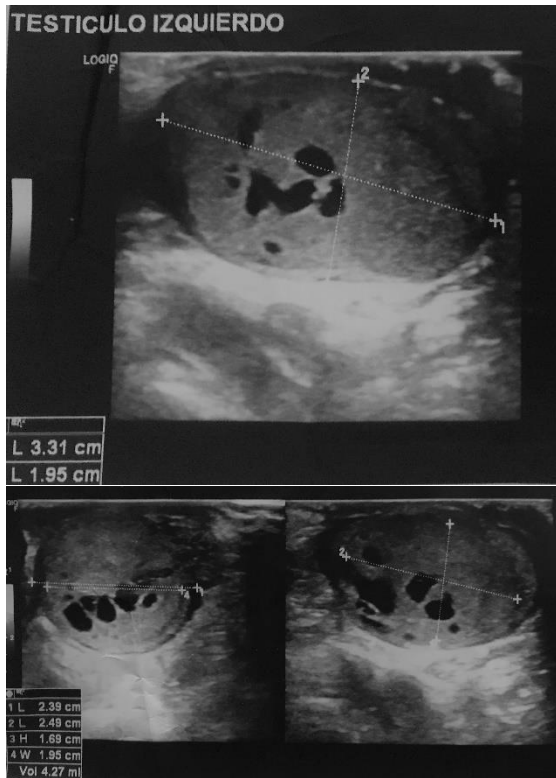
Ultrasonido con masa heterogénea.
